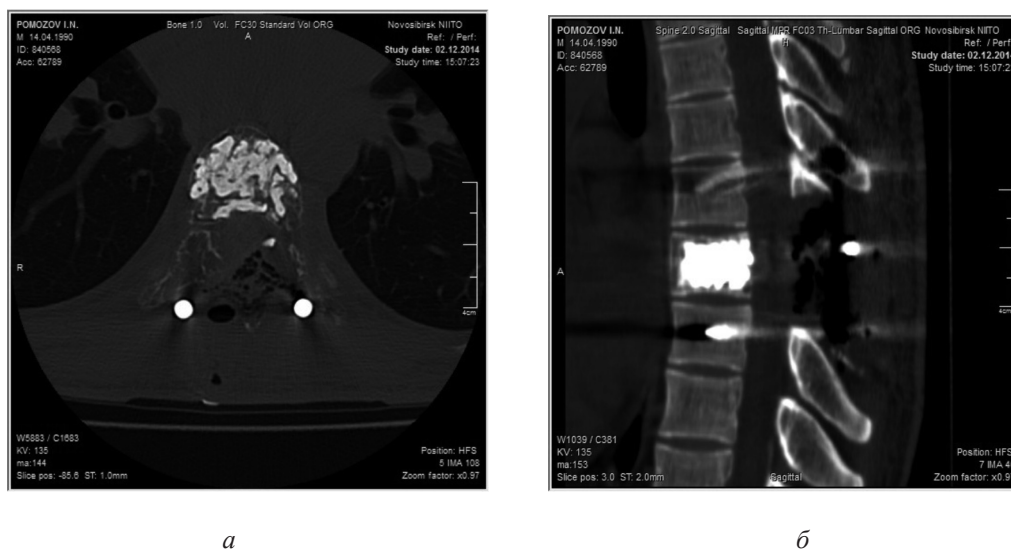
МСКТ грудного отдела позвоночника после операции (а – аксиальная проекция, б – сагиттальная реконструкция)
